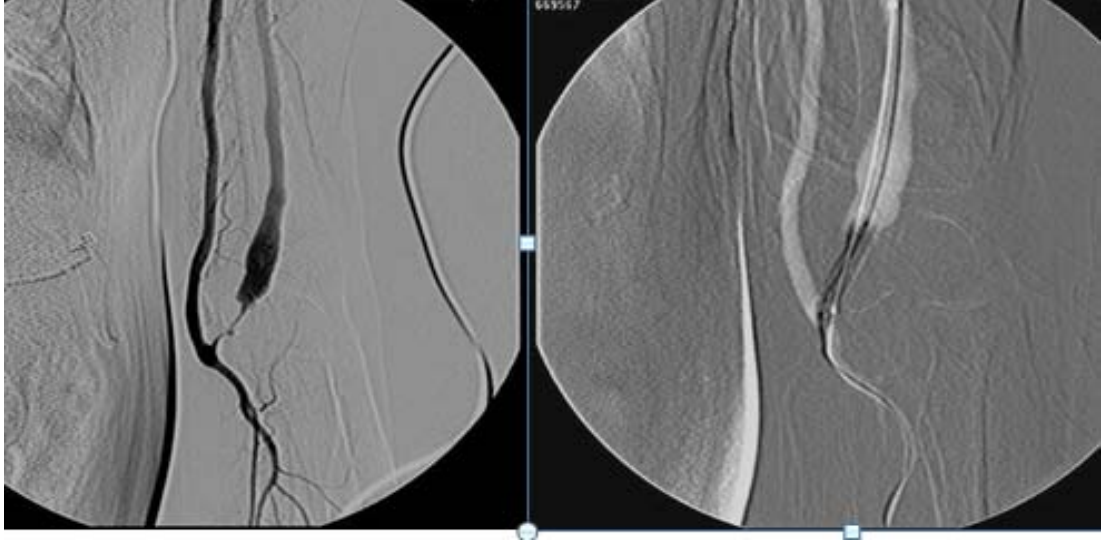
Brakiobazilik fistülü bulunan 49 yaşındaki bayan hastada bazilik ven orta kesiminde yapılan anjiyografide darlık izlenmiştir.
